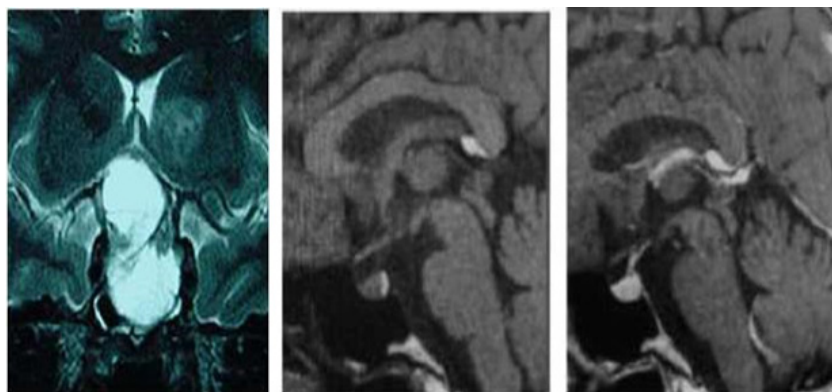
Imagens da região selar por RM. À esquerda coronal T2 com macroadenoma. Imagens sagitais T1, central e à direita, s/ e c/ contraste (Fonte: REVOLLO; MOLINA, 2012)
